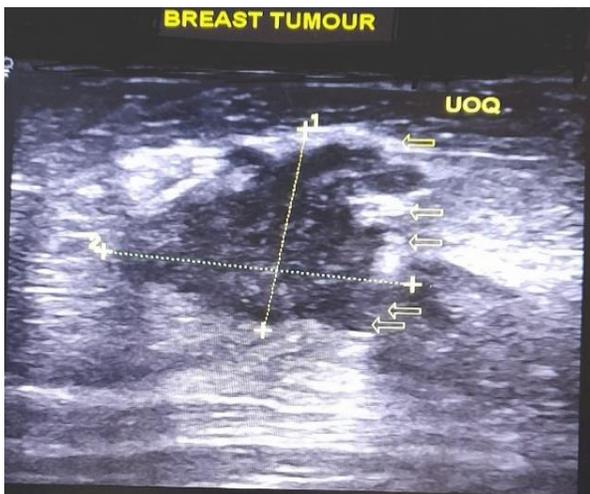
Ecografía de mama -transductor lineal 7.5MHZ
